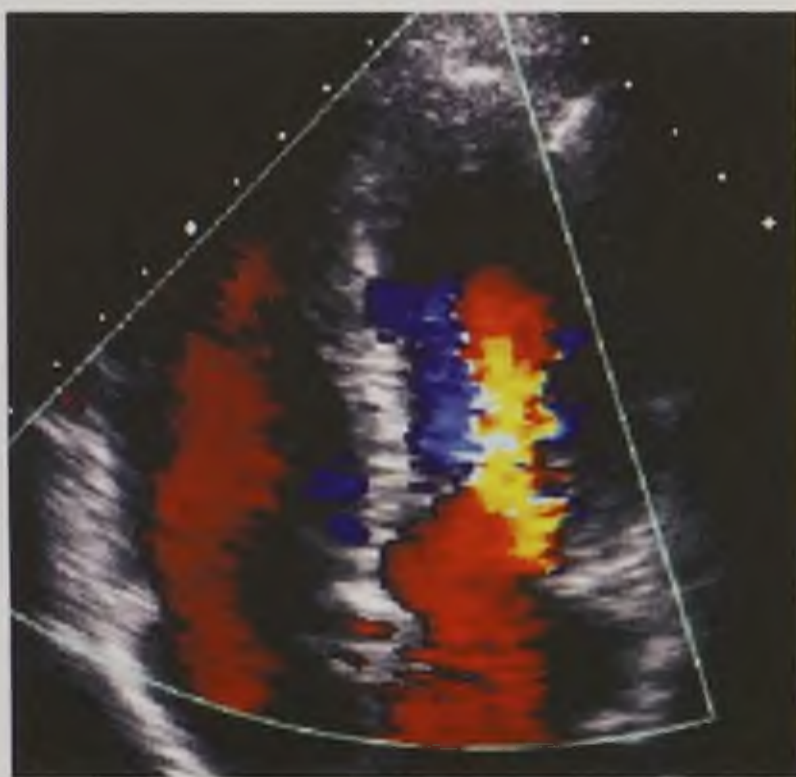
Эхокардиограмма в четырехкамерном сечении с цветовым доплеровским картированием трансмитрального и транстрикуспидального потока крови
